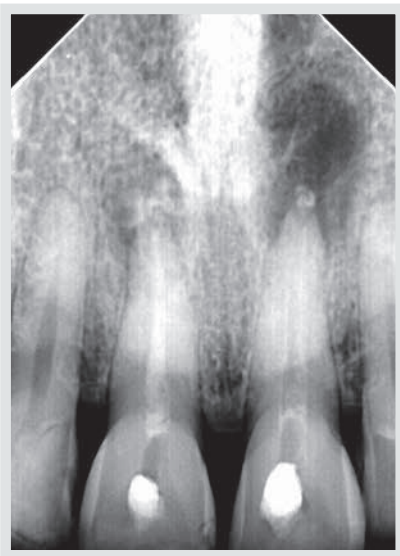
Radiografía postoperatoria inmediata de la obturación de ambos incisivos centrales con cemento Biocerámico de última generación.
